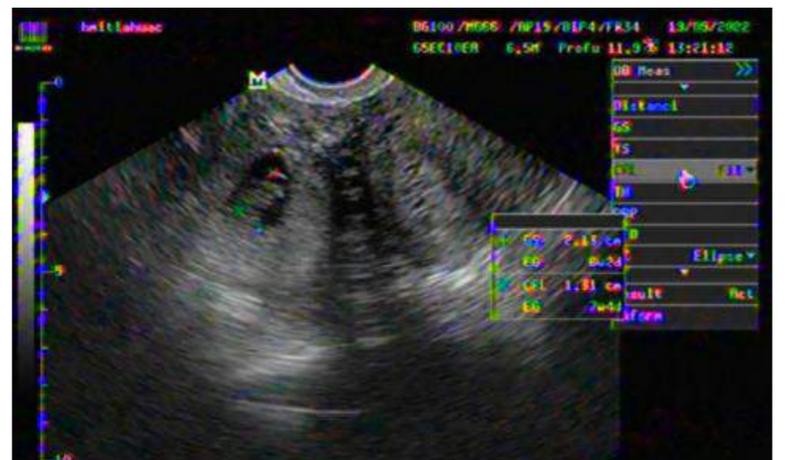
USG endovaginal de HMP Tláhuac con presencia de embrión extrauterino.
